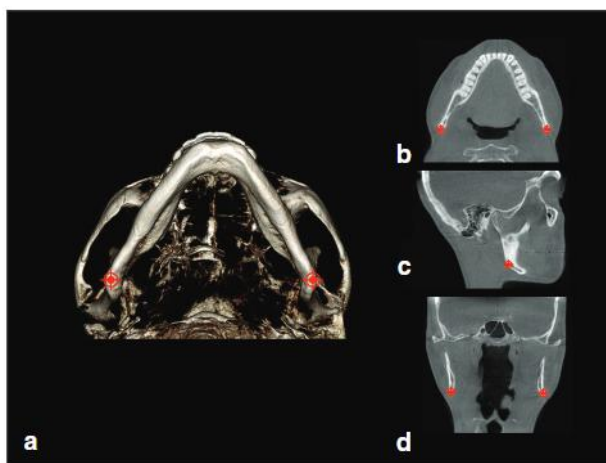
Go (lado derecho e izquierdo) localizados en la curvatura del ángulo de la mandíbula en múltiples imágenes de CBCT. (a) Reconstrucción 3D. (b) Vista axial a nivel del ángulo de la mandíbula. (c) Vista sagital a nivel de Go derecho. (d) Vista coronal a nivel de los puntos Go derecho e izquierdo. Fuente: Kula e Ghoneima (2018)
